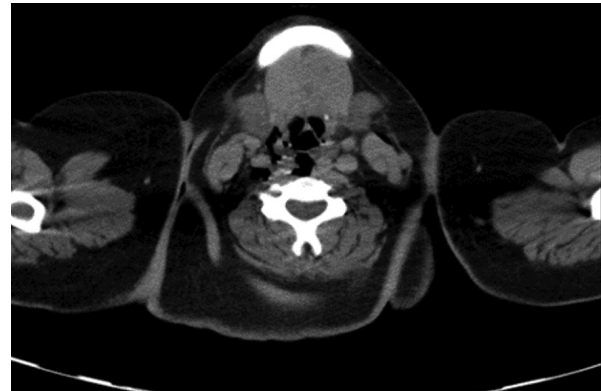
Tomografía computarizada simple de cuello en corte axial en la que se observa aire a nivel del espacio parafaríngeo.
